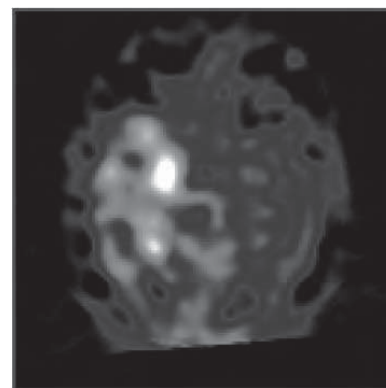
/4.- Imagen de PET con HMPAO Tc 99 en paciente con encefalitis por virus herpes simplex. Localización temporal derecha.
